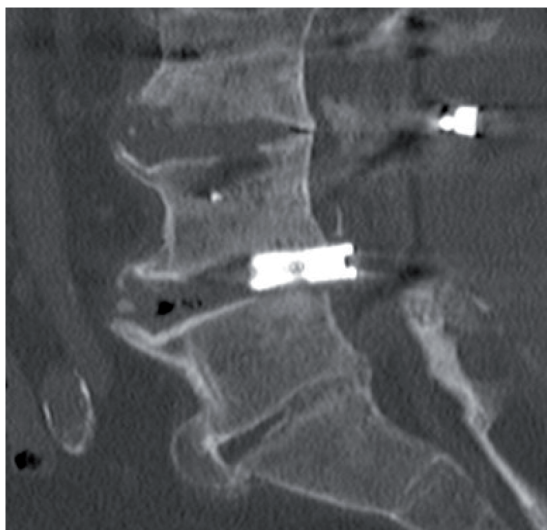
Migrate cage confirmed in TC Scan.
